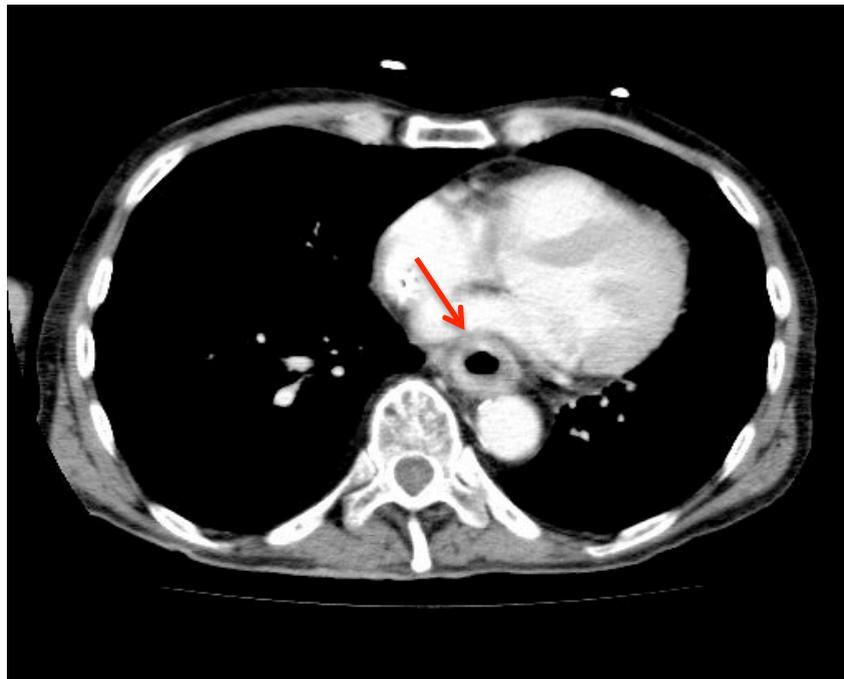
TAC torácico donde observamos la disminución de la masa tumoral. (Flecha roja)
